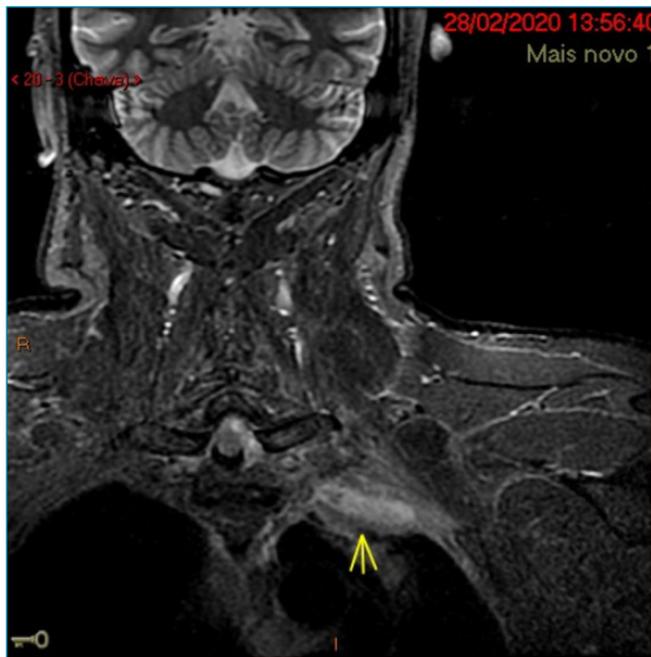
Ressonância magnética de plexo braquial com aquisição coronal ponderada em STIR (*short time inversion recovery*) mostrando coleção interposta ao plexo braquial e pleura.
